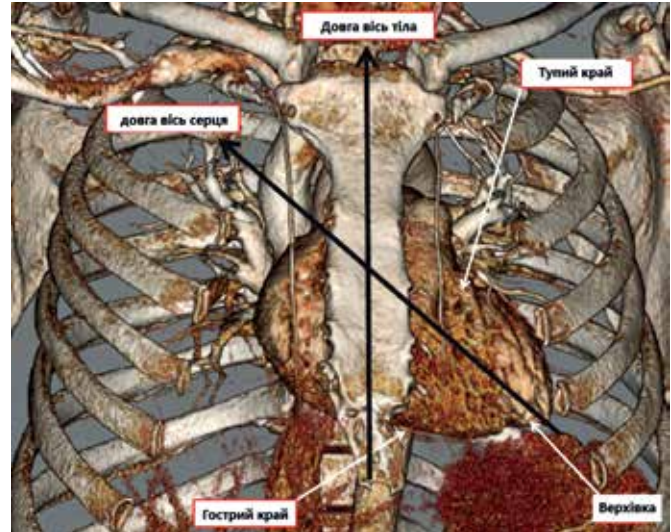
Спіральна КТ грудної клітки. Тривимірна реконструкція. Скелетопія серця, його осі та межі
